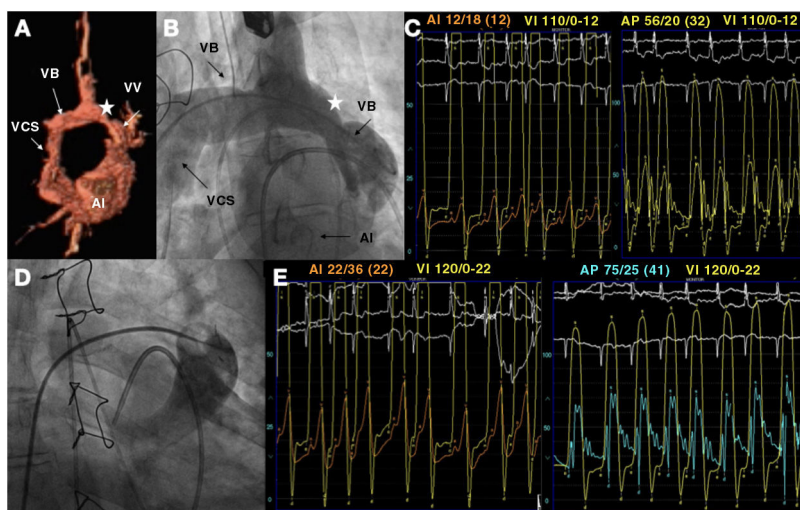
A: imágenes de la resonancia magnética cardíaca de reconstrucción volumétrica tridimensional en las que se observa la ligadura parcial de la VV (estrella). B: angiografía en la que se observan las mismas estructuras. C: evaluación hemodinámica previa a la intervención. D: angiografía en la que se observa la oclusión transitoria de prueba con balón de la VV. E: datos hemodinámicos que constatan el aumento de la presión en la AI, el VI y la AP tras la oclusión de prueba con balón. AI: aurícula izquierda; AP: arteria pulmonar; VB: vena braquiocefálica; VCS: vena cava superior; VI: ventrículo izquierdo; VV: vena vertical.
